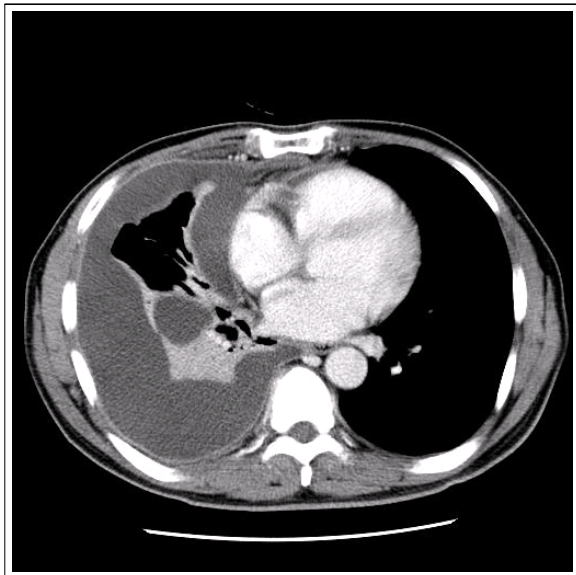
Diffuse, intermittent, and smooth pleural enhancement pattern in a 58-year-old man with a tuberculous pleural effusion on the contrast-enhanced CT scan (ADA level, 46 U/L). Diffuse, intermittent, and smooth pleural enhancement (arrows) with a right pleural effusion is noted at the level of the left atrium on a contrast-enhanced CT scan. The maximal thickness of pleural enhancement is approximately 2 mm.
